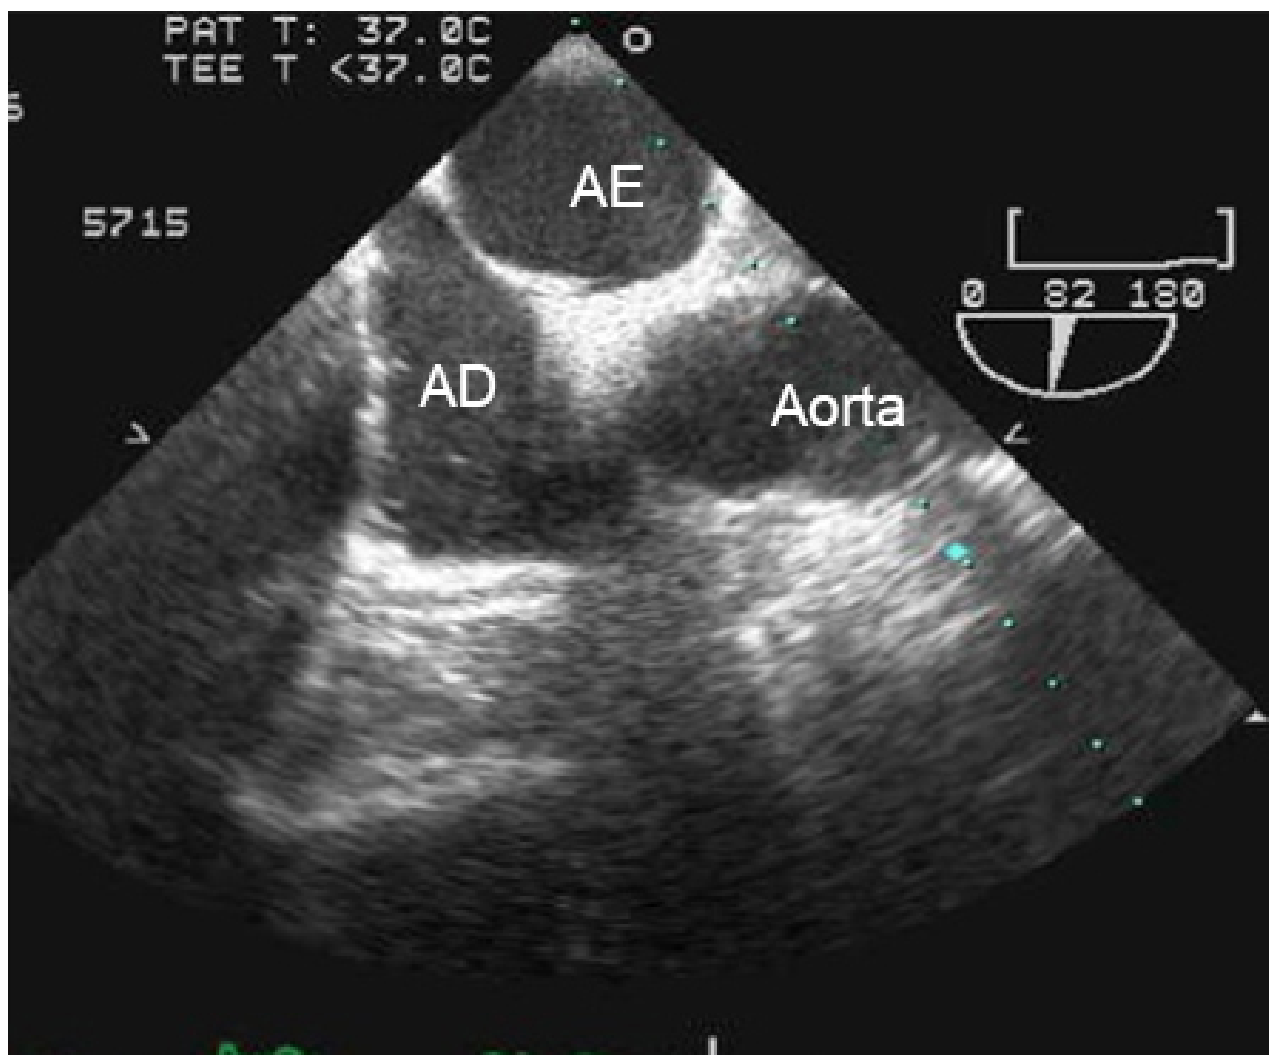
Ecocardiografia transesofágica mostrando uma imagem 2D do septo interatrial com a localização do FOP
